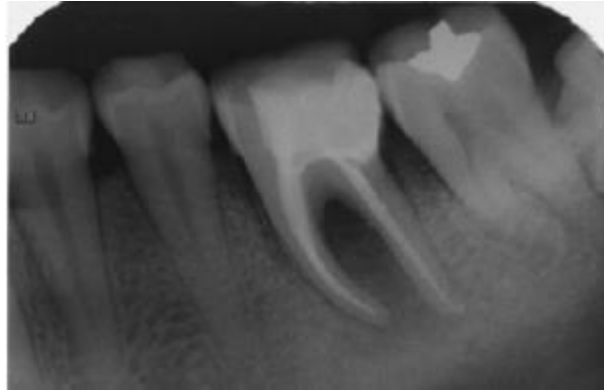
Contrôle radiographique à 6 mois avant de couronner la dent. (86)
